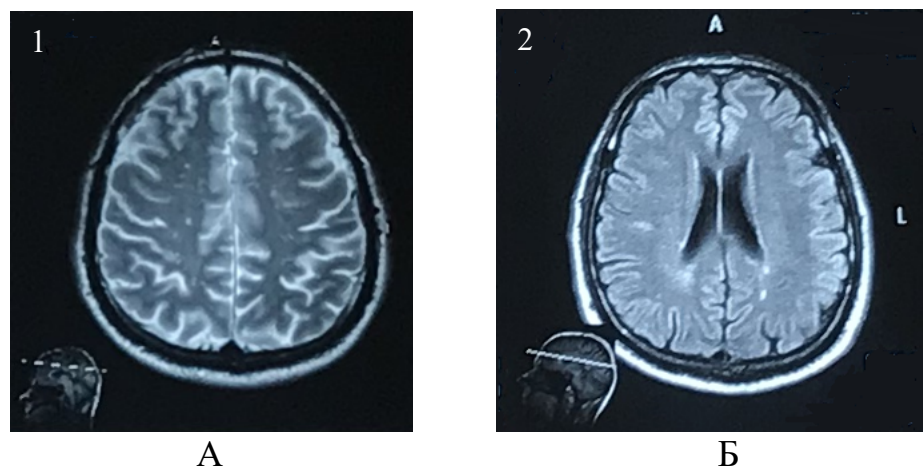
МРТ головного мозга отца пациентки в динамике, пациент П-ко Р.Л. (И/б № 071124-2013, А – 25.07.2012; Б – 19.02.2018)
